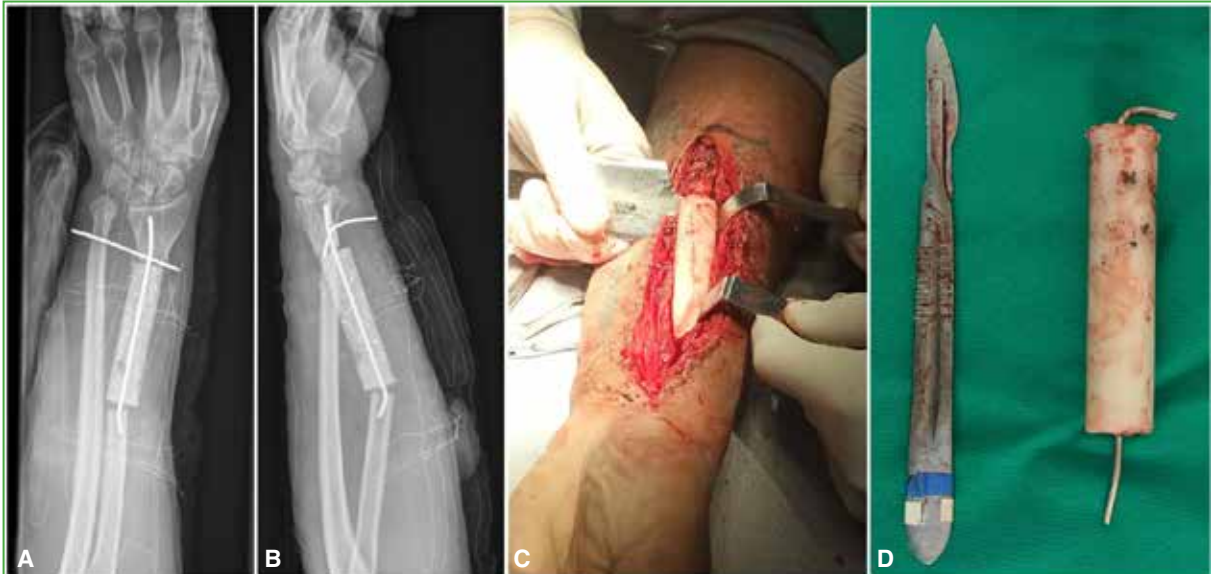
Radiografías anteroposterior (A) y lateral (B) de antebrazo en el posoperatorio inmediato. Se visualiza el cemento ortopédico asociado al uso de agujas de Kirschner. C y D. Visualización y colocación del cemento ortopédico.
